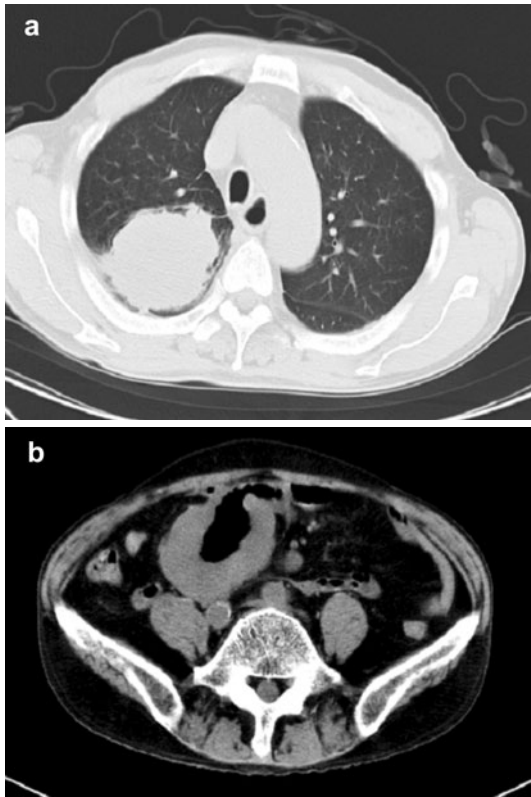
(a) Computed tomography of the chest showing a 45×34 mm tumor in the right upper lobe. (b) Computed tomography of the abdomen showing metastatic lung cancer of the small intestine.
